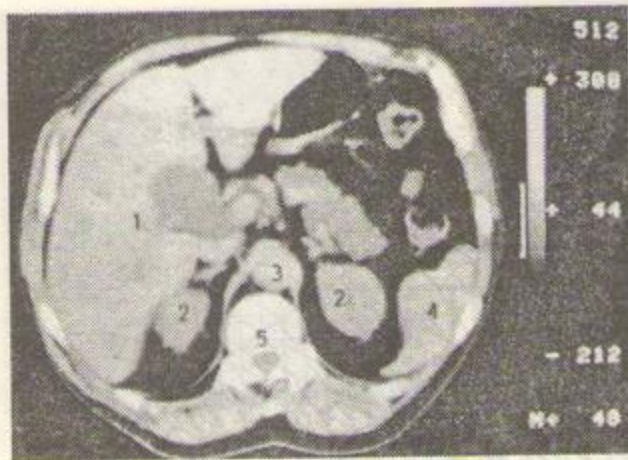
Imagine CT într-un plan de secțiune abdominală. 1 - ficat; 2 - rinichi; 3 - aortă; 4 - splină; 5 - vertebra.
